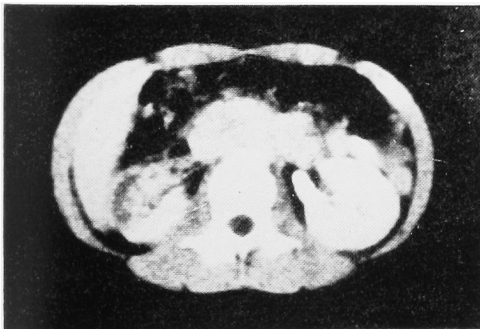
CT: 右腎前面部に広い無機能部位を認める。
